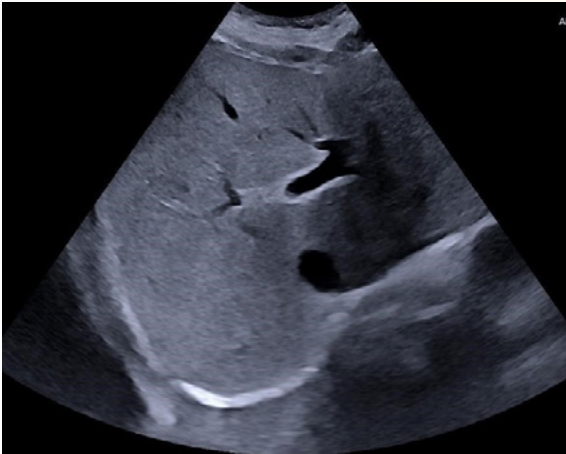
ecografía abdominal con hígado de tamaño conservado con aumento difuso de ecogenicidad compatible con esteatosis leve.
